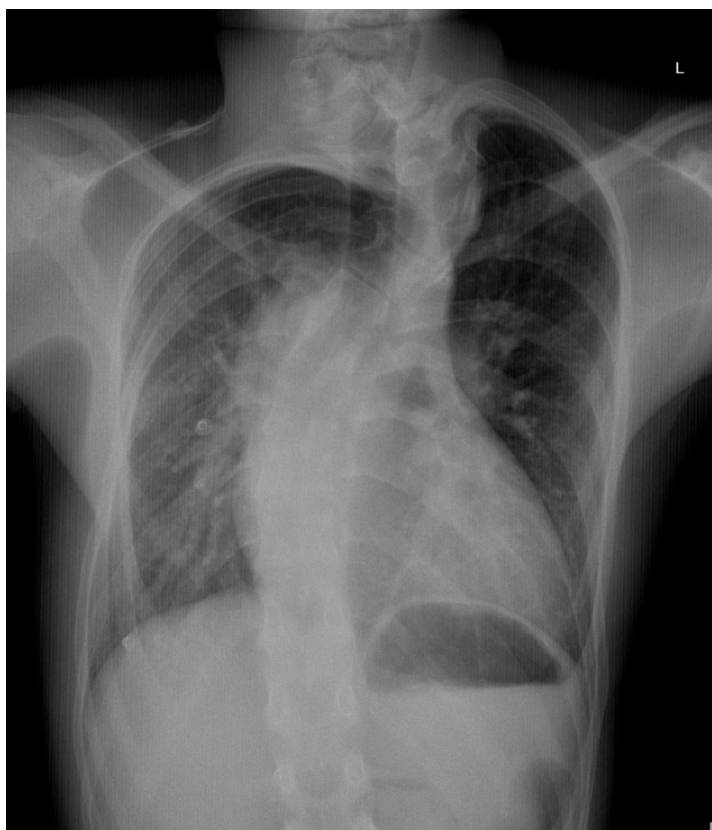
Radiografía estándar de tórax.
